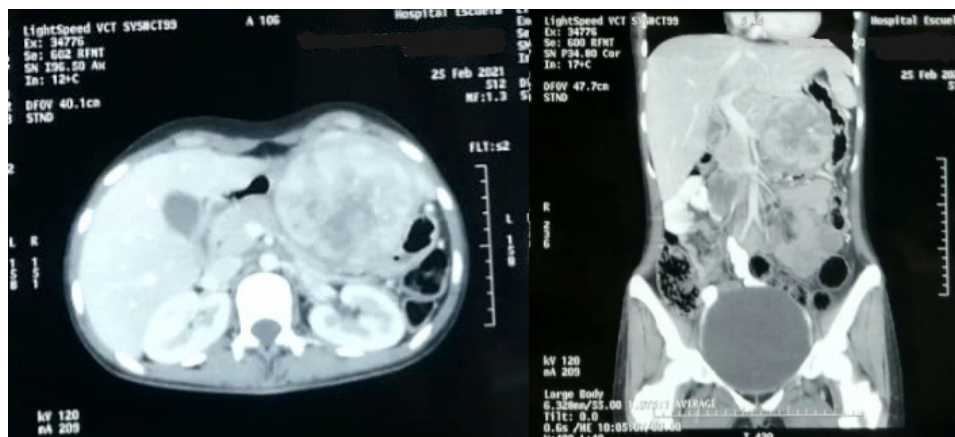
Tomografía abdominal contrastada en su corte axial y coronal que muestran tumoración quística heterogénea que depende del lóbulo hepático izquierdo (fechas blancas).
